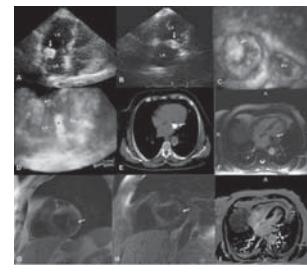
Two-dimensional echocardiography showed a hyperechogenic mass around the region of posterior mitral annulus and mild mitral regurgitation (A,B,arrow). Full-volume 3-D TTE after cropping the left and right ventricle walls revealed a mass arising from the posterior mitral valve annulus (C). Full-volume 3-D TTE after cropping the left and right atrium walls showed a mass extending into the left atrium (D). Non-contrast axial CT image demonstrated a hyperdense mass at the base of the posterior mitral valve (E). Axial steady-state free precession MR imaging showed a hipointense mass (F). For mass characterization, T1 black blood (G), T2 black blood (H),late gadolinium enhancement MR images (I).LA, left atrium; LV, left ventricle; RA, right atrium; RV, right ventricle; arrow, caseous calcification of mitral annulus; asterisk, interatrial septum.
